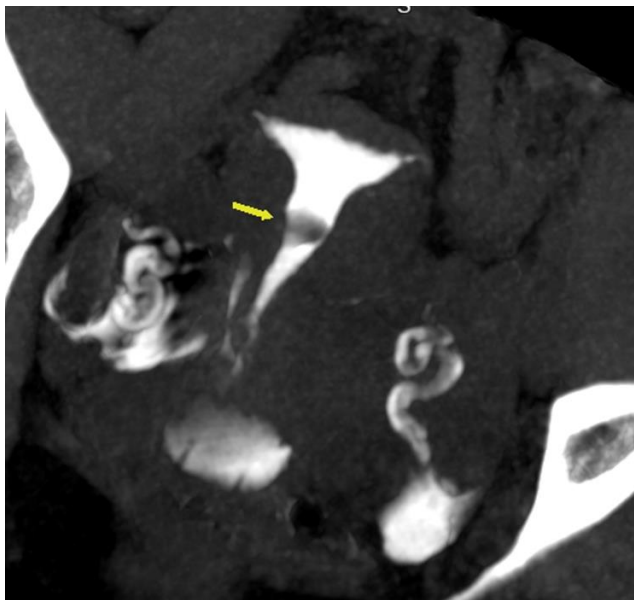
Continuación. Pólipos - miomas con componente submucoso: defecto de opacificación focal hipodenso. A definir con ecografía.
